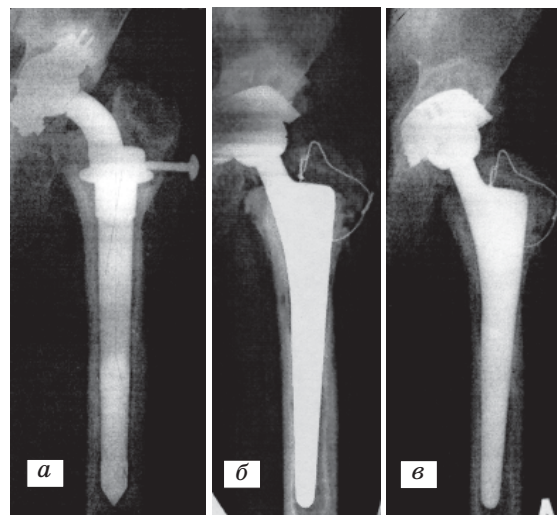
Рентгенограммы больного П. с нестабильностью эндопротеза (а); после реэндопротезирования (б); через 6 мес после реэндопротезирования (в)
